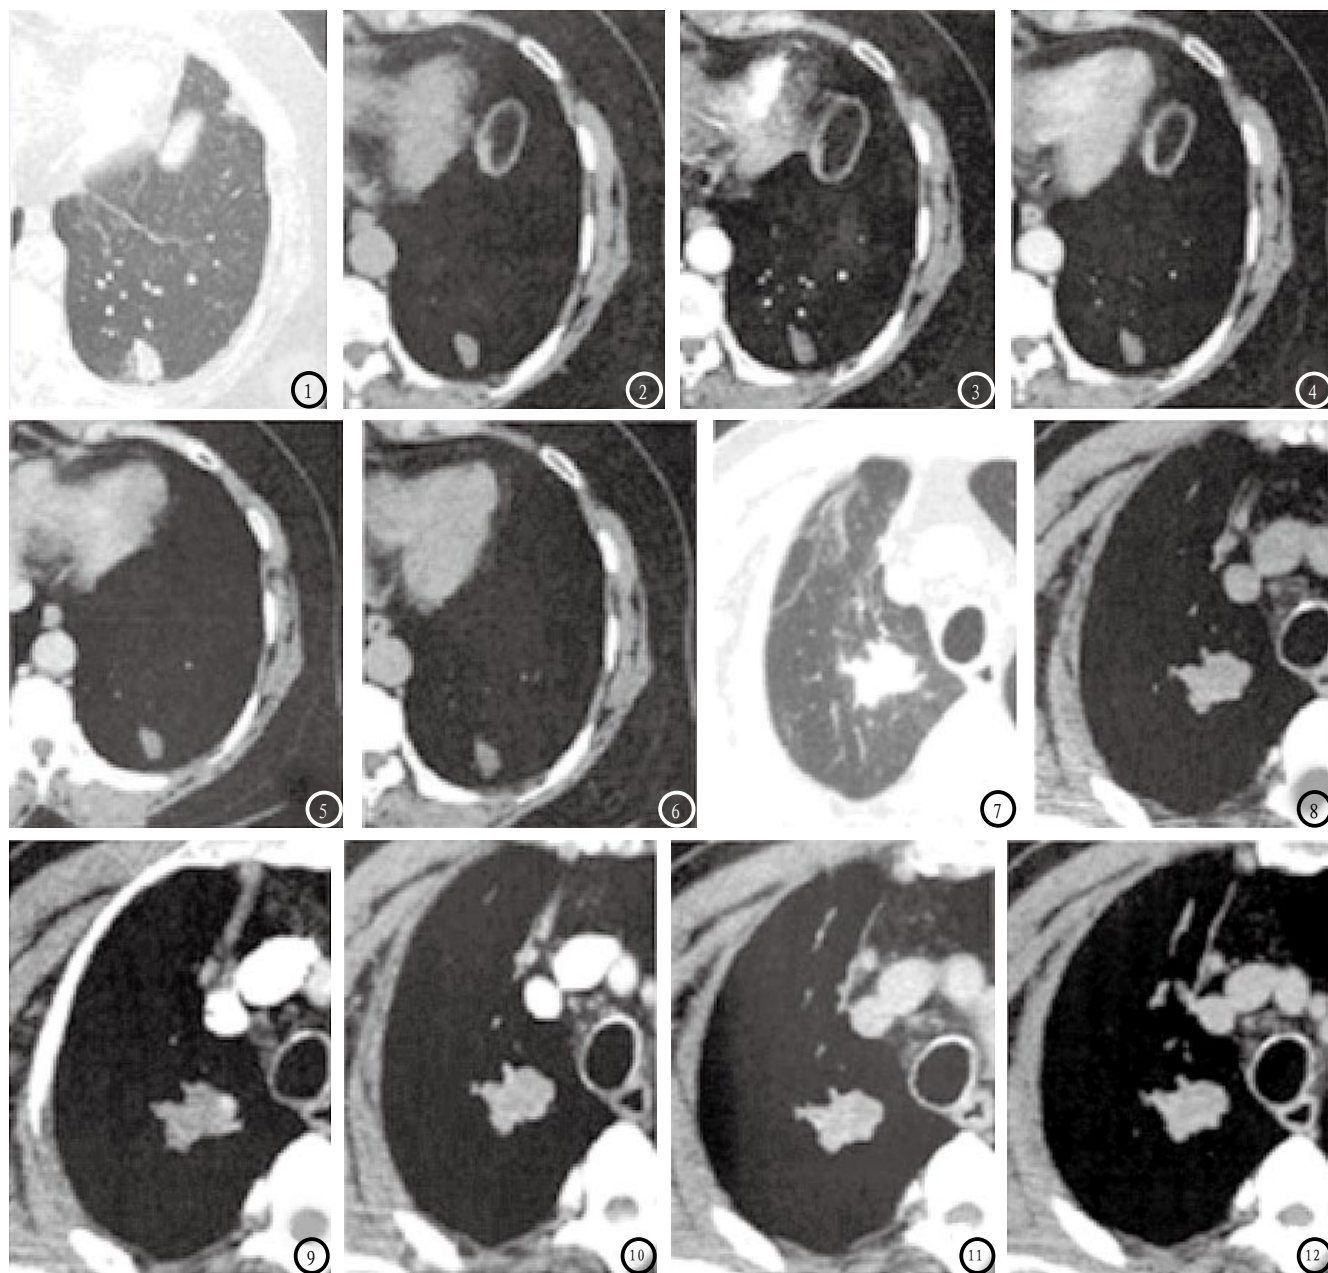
左下肺霉菌球各时间点病灶相同层面强化情况。图1 肺窗显示病灶远侧边界模糊；图2 CT平扫图片；图3-6 注入对比剂后20s, 75s, 300s, 和1200sCT扫描图片。图7-12 右上肺鳞癌各时间点相同层面强化情况。图7 肺窗显示肿瘤位于右上肺。图8 CT平扫图片。图9-12 注入对比剂后20s, 75s, 300s, 1200sCT扫描图片。
